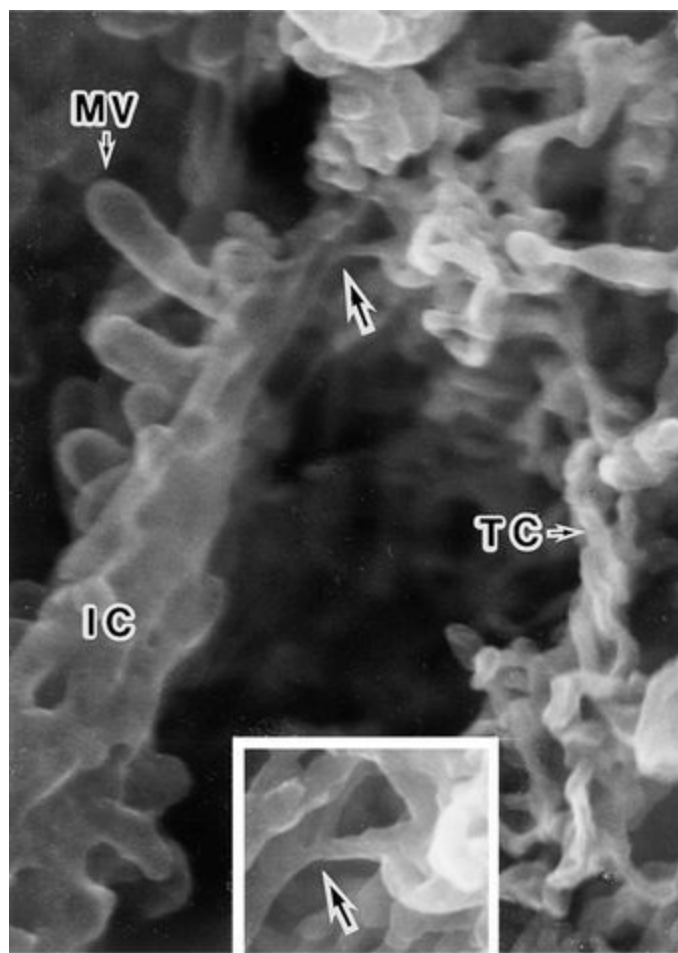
Eletromicrografia de varredura da superfície fraturada de uma célula parietal em repouso (50.000×). A matriz citoplasmática foi removida pelo método aldeído-ósmio-DMSO-ósmio (ou método A-ODO), expondo as membranas citoplasmáticas. A rede de túbulos e cisternas (TC) está conectada ao canalículo intracelular (IC) revestido por microvilos (MV). *Detalhe*: Um maior aumento da área indicada pela seta (100.000×).
